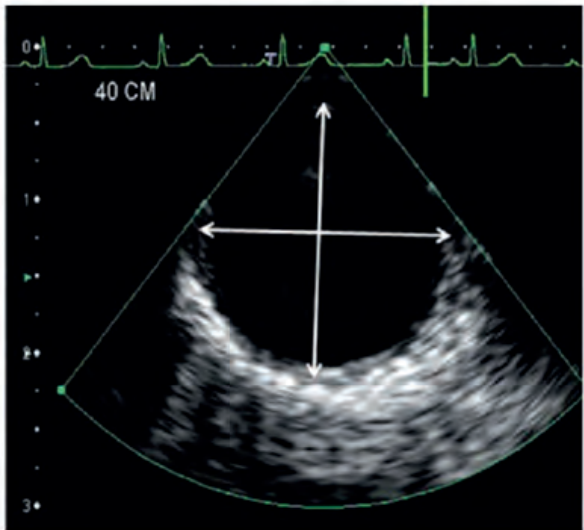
Ecocardiografie transesofagiană în ax lung și secțiune transversală a aortei ascendente și descendente, indicând punctele de măsurare a diametrelor aortice: sinusurile Valsalva, începutul aortei ascendente, aorta ascendentă la nivelul arterei pulmonare drepte. De asemenea, este ilustrată măsurarea inelului valvular aortic.
